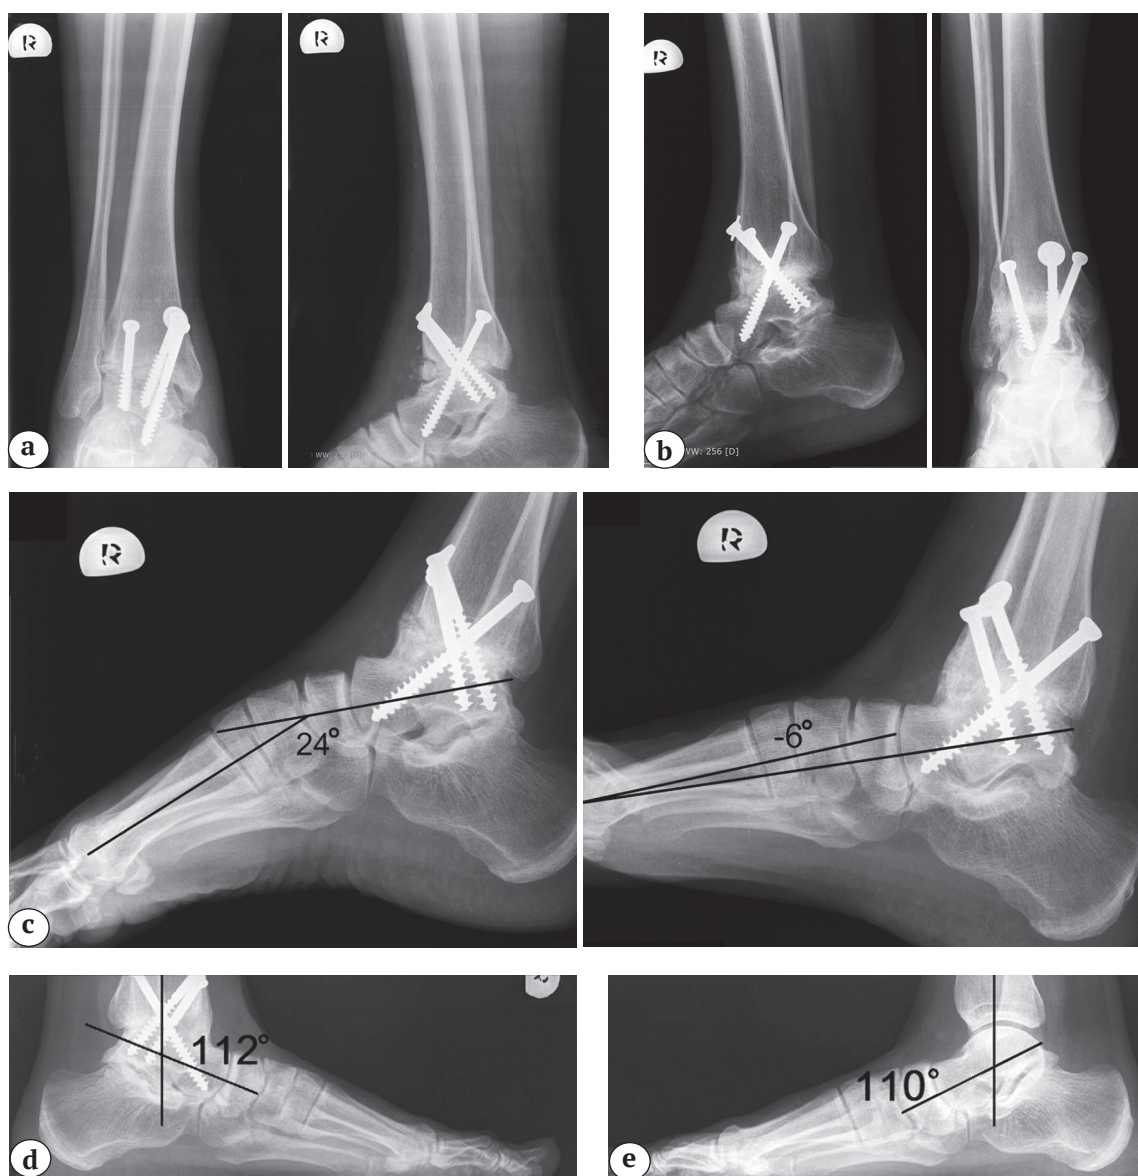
Рентгенограммы правого голеностопного сустава больной С. после оперативного лечения:
